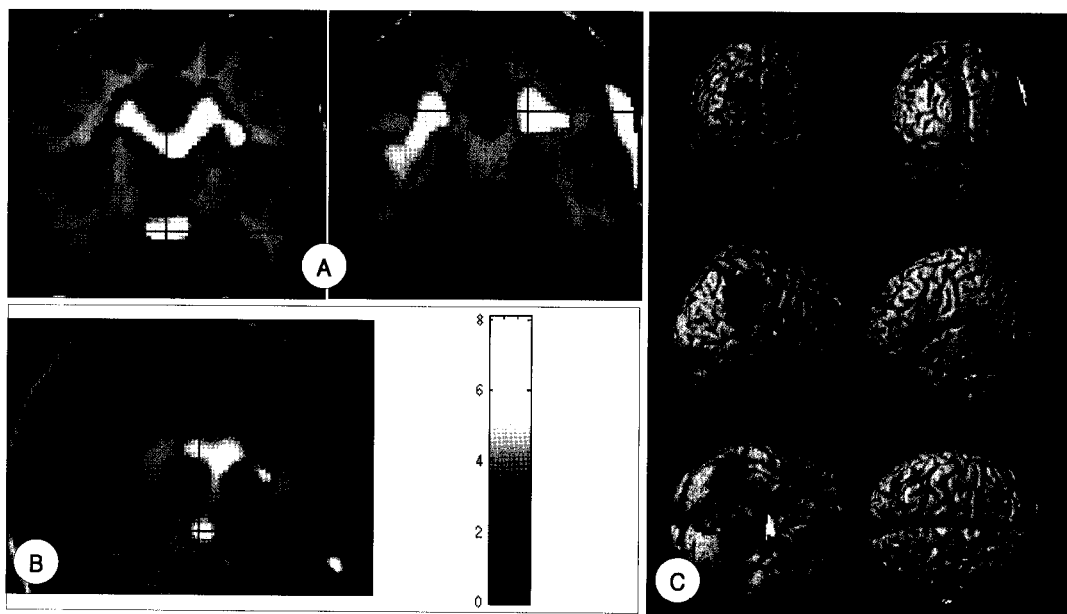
Statistical parametric mappings (SPM) demonstrating differences in cerebral glucose metabolism pre- and post-topiramate administration. In the T1 MRI overlaid views (A, B), hypometabolism of both thalami, cingulate gyri, corpus callosum (A, left), and sub-gyral white matters of both parietal and right temporal lobes (A, right) was observed in serial coronal images. Hypometabolism was shown in corpus callosum and midbrain in sagittal image (B). In the three-dimensional brain view (C), hypometabolism was shown in multiple cerebral cortical areas including superior and middle frontal gyri, and inferior and superior parietal lobules. Left is left and right is right.
